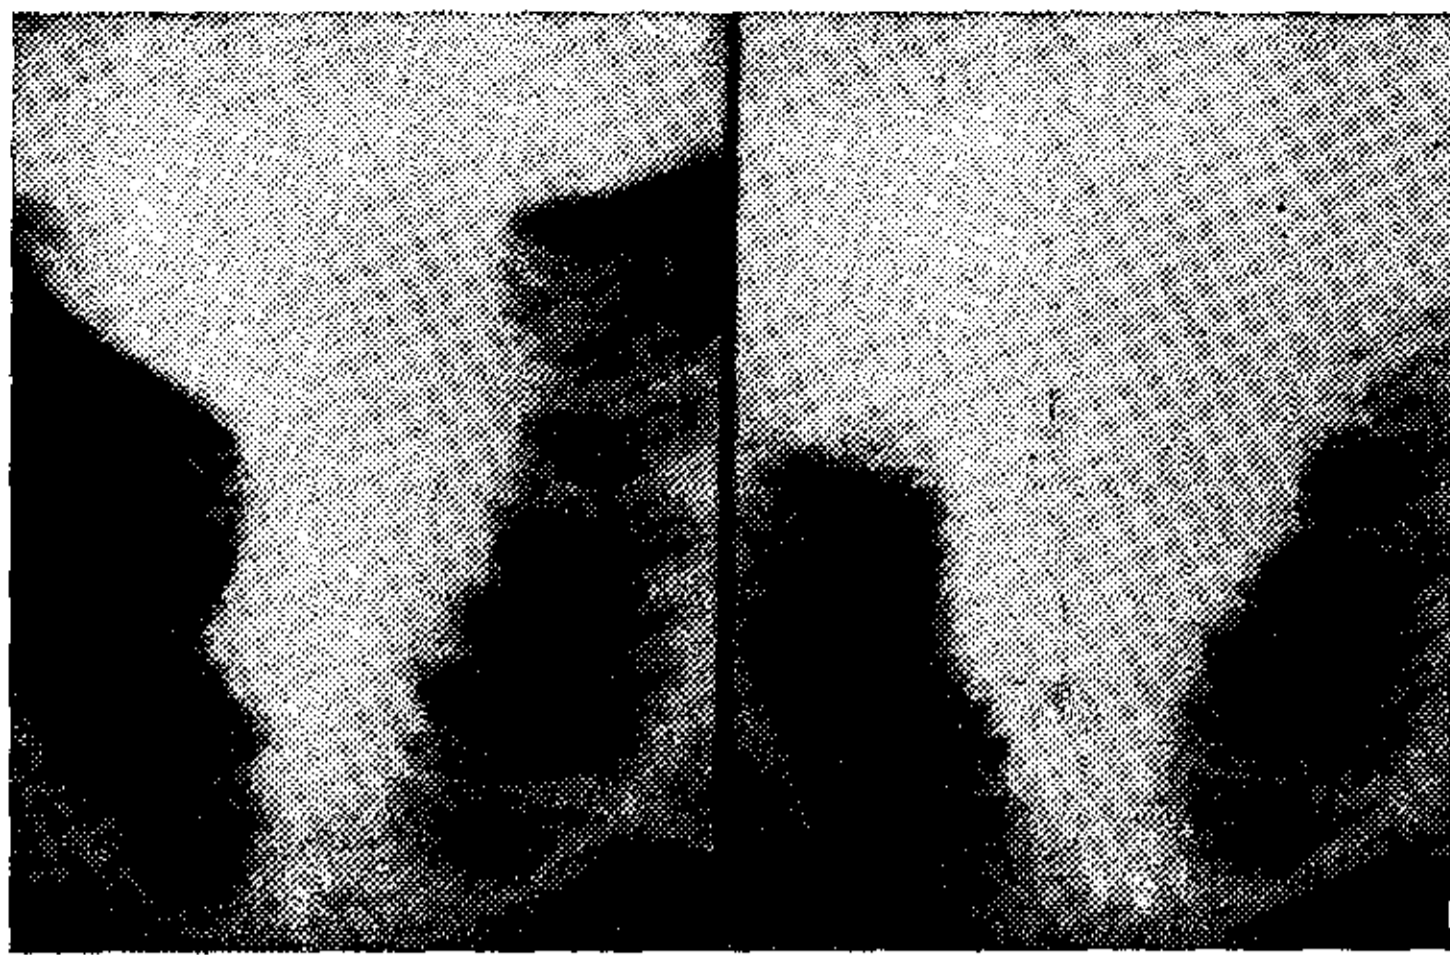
Radiografía al ingreso con un aneurisma disecante de aorta ascendente. A la derecha el mismo caso luego de 6 meses.
